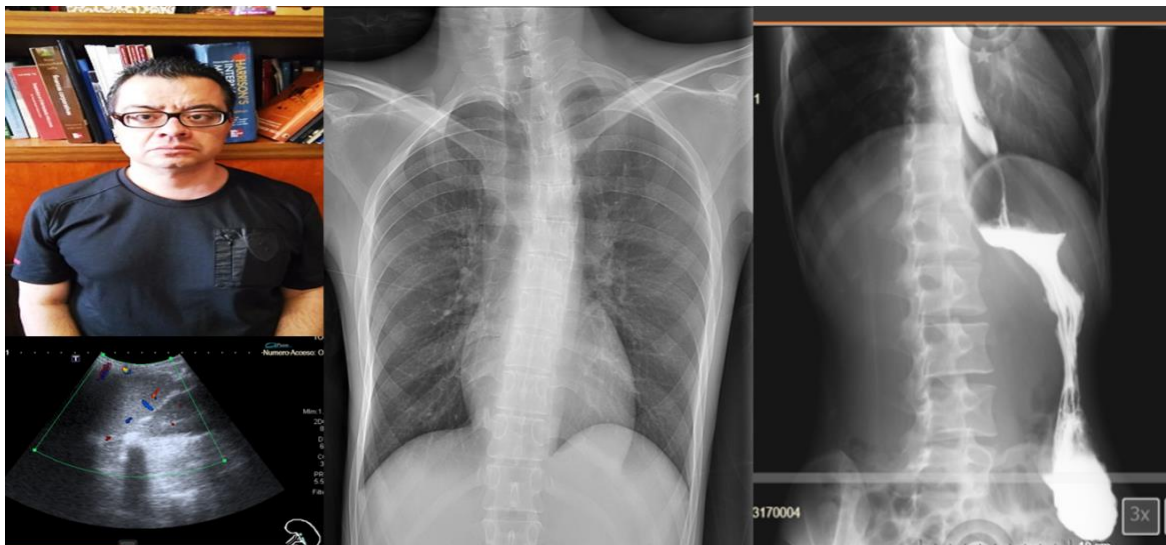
Enfermedad de Pompe: Paciente pompe, radiografía de tórax con escoliosis de columna y restricción pulmonar, SEG con retraso en vaciamiento gástrico.
